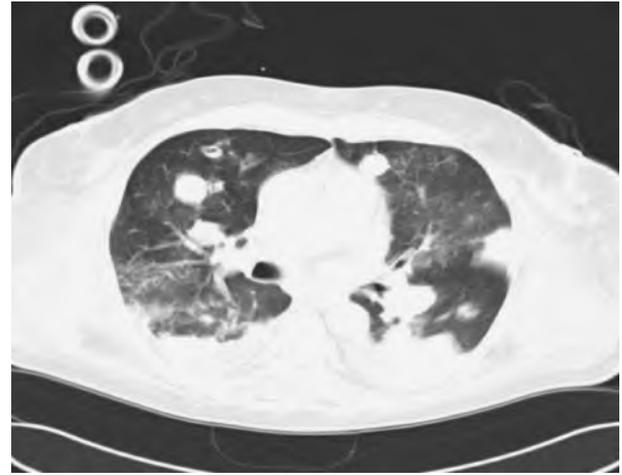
▲ Computertomographie des Thorax. (Mit freundlicher Genehmigung von Herrn Prof. Dr. M. Reiser, Institut für Klinische Radiologie der Universität München)
